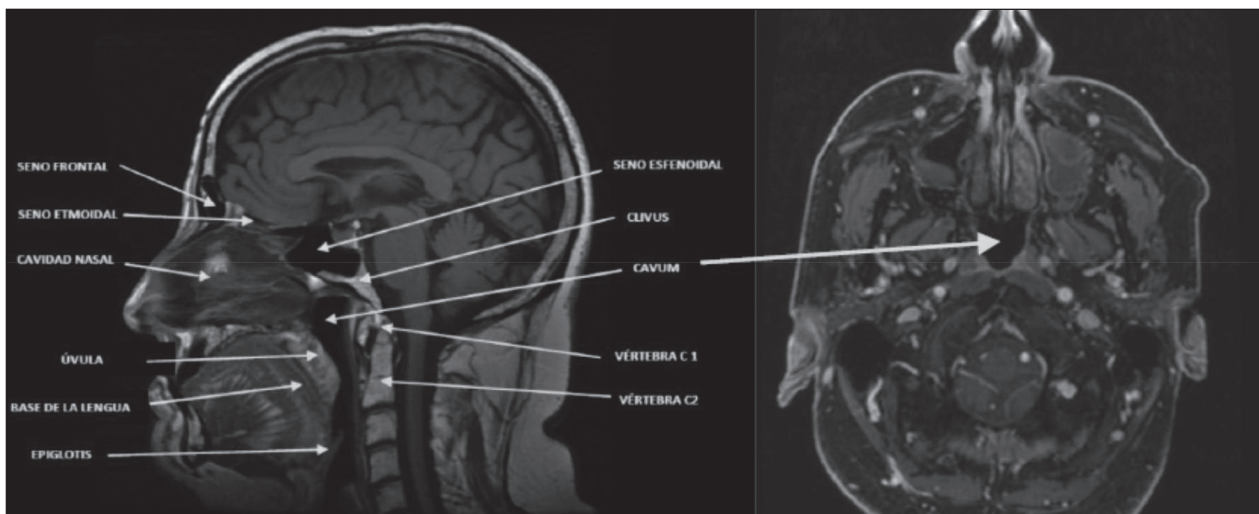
Cortes sagital y axial de faringe y cavum sin patología asociada. RM con contraste. Con las flechas se destacan las relaciones anatómicas.
